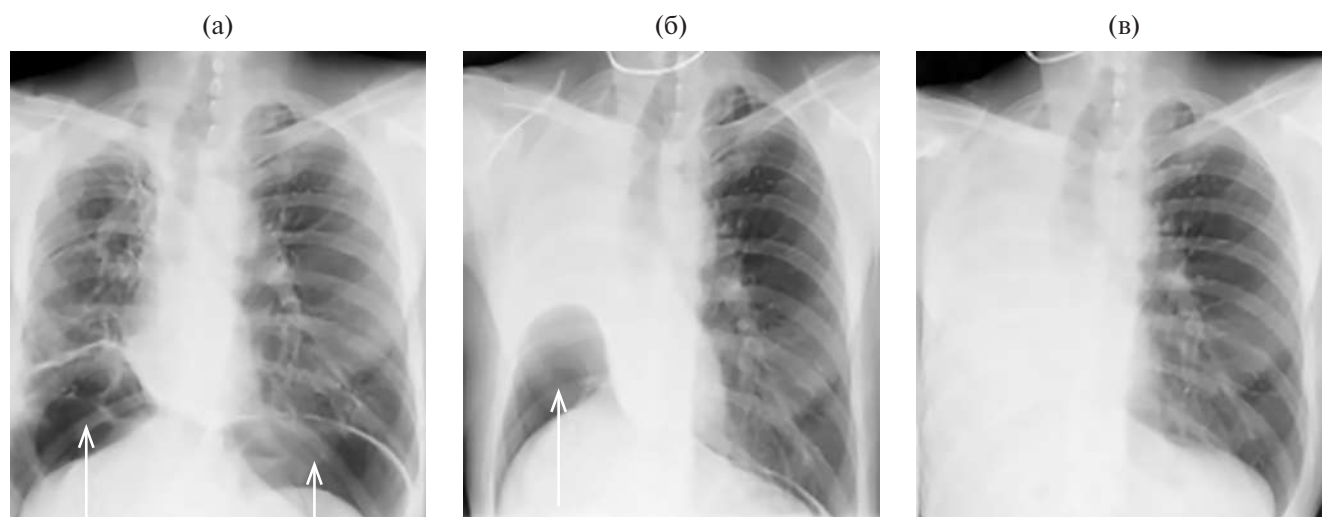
Рентгенограммы пациента К. в прямой проекции: а – до операции после наложения ИПП, б – через 2 месяца после операции и после наложения ИПП, в – через 6 месяцев после операции. Стрелками указаны газовые пузыри после ИПП.
